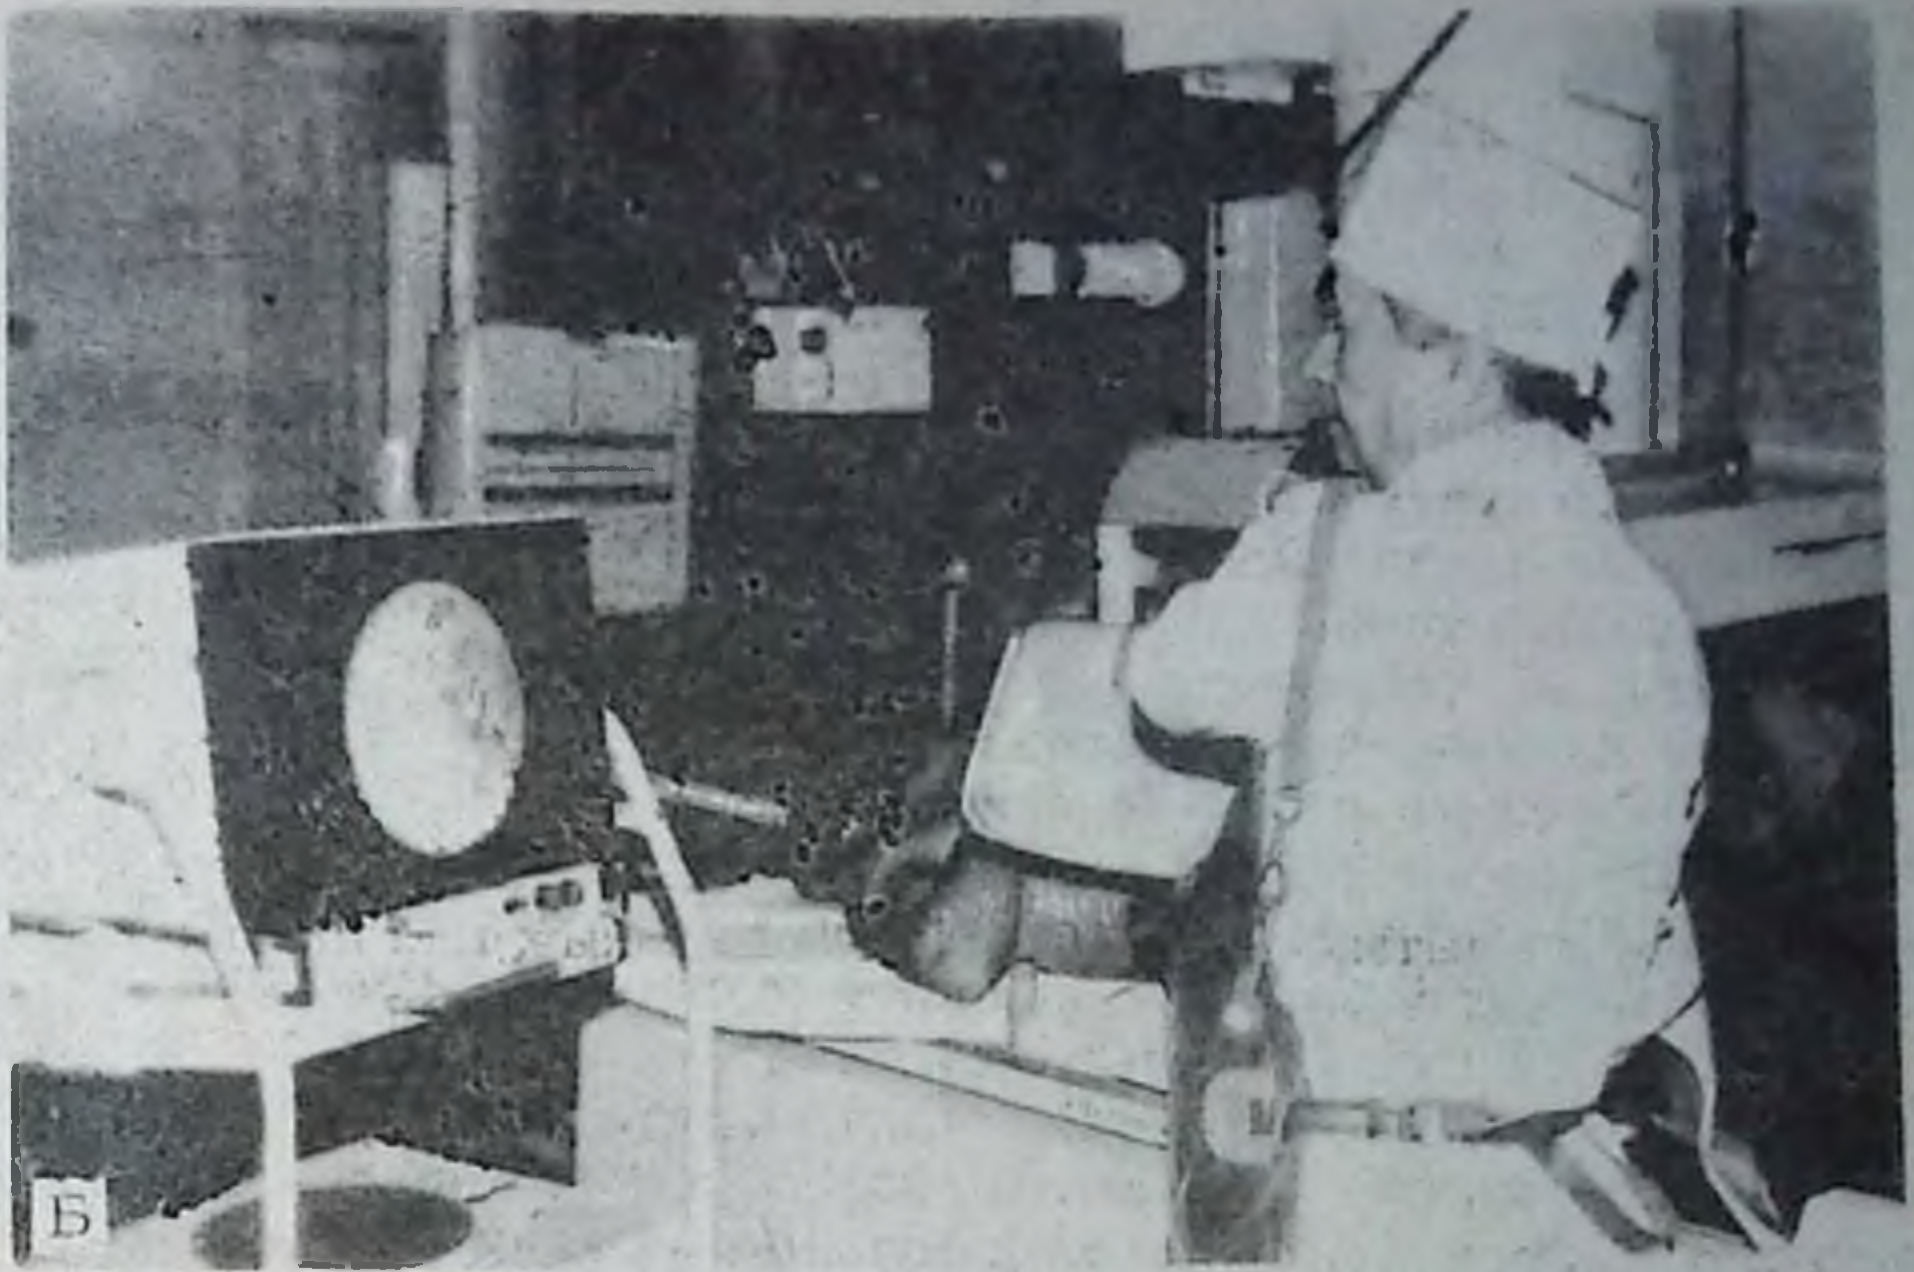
Рентгенотелевизионное просвещение пациента:
